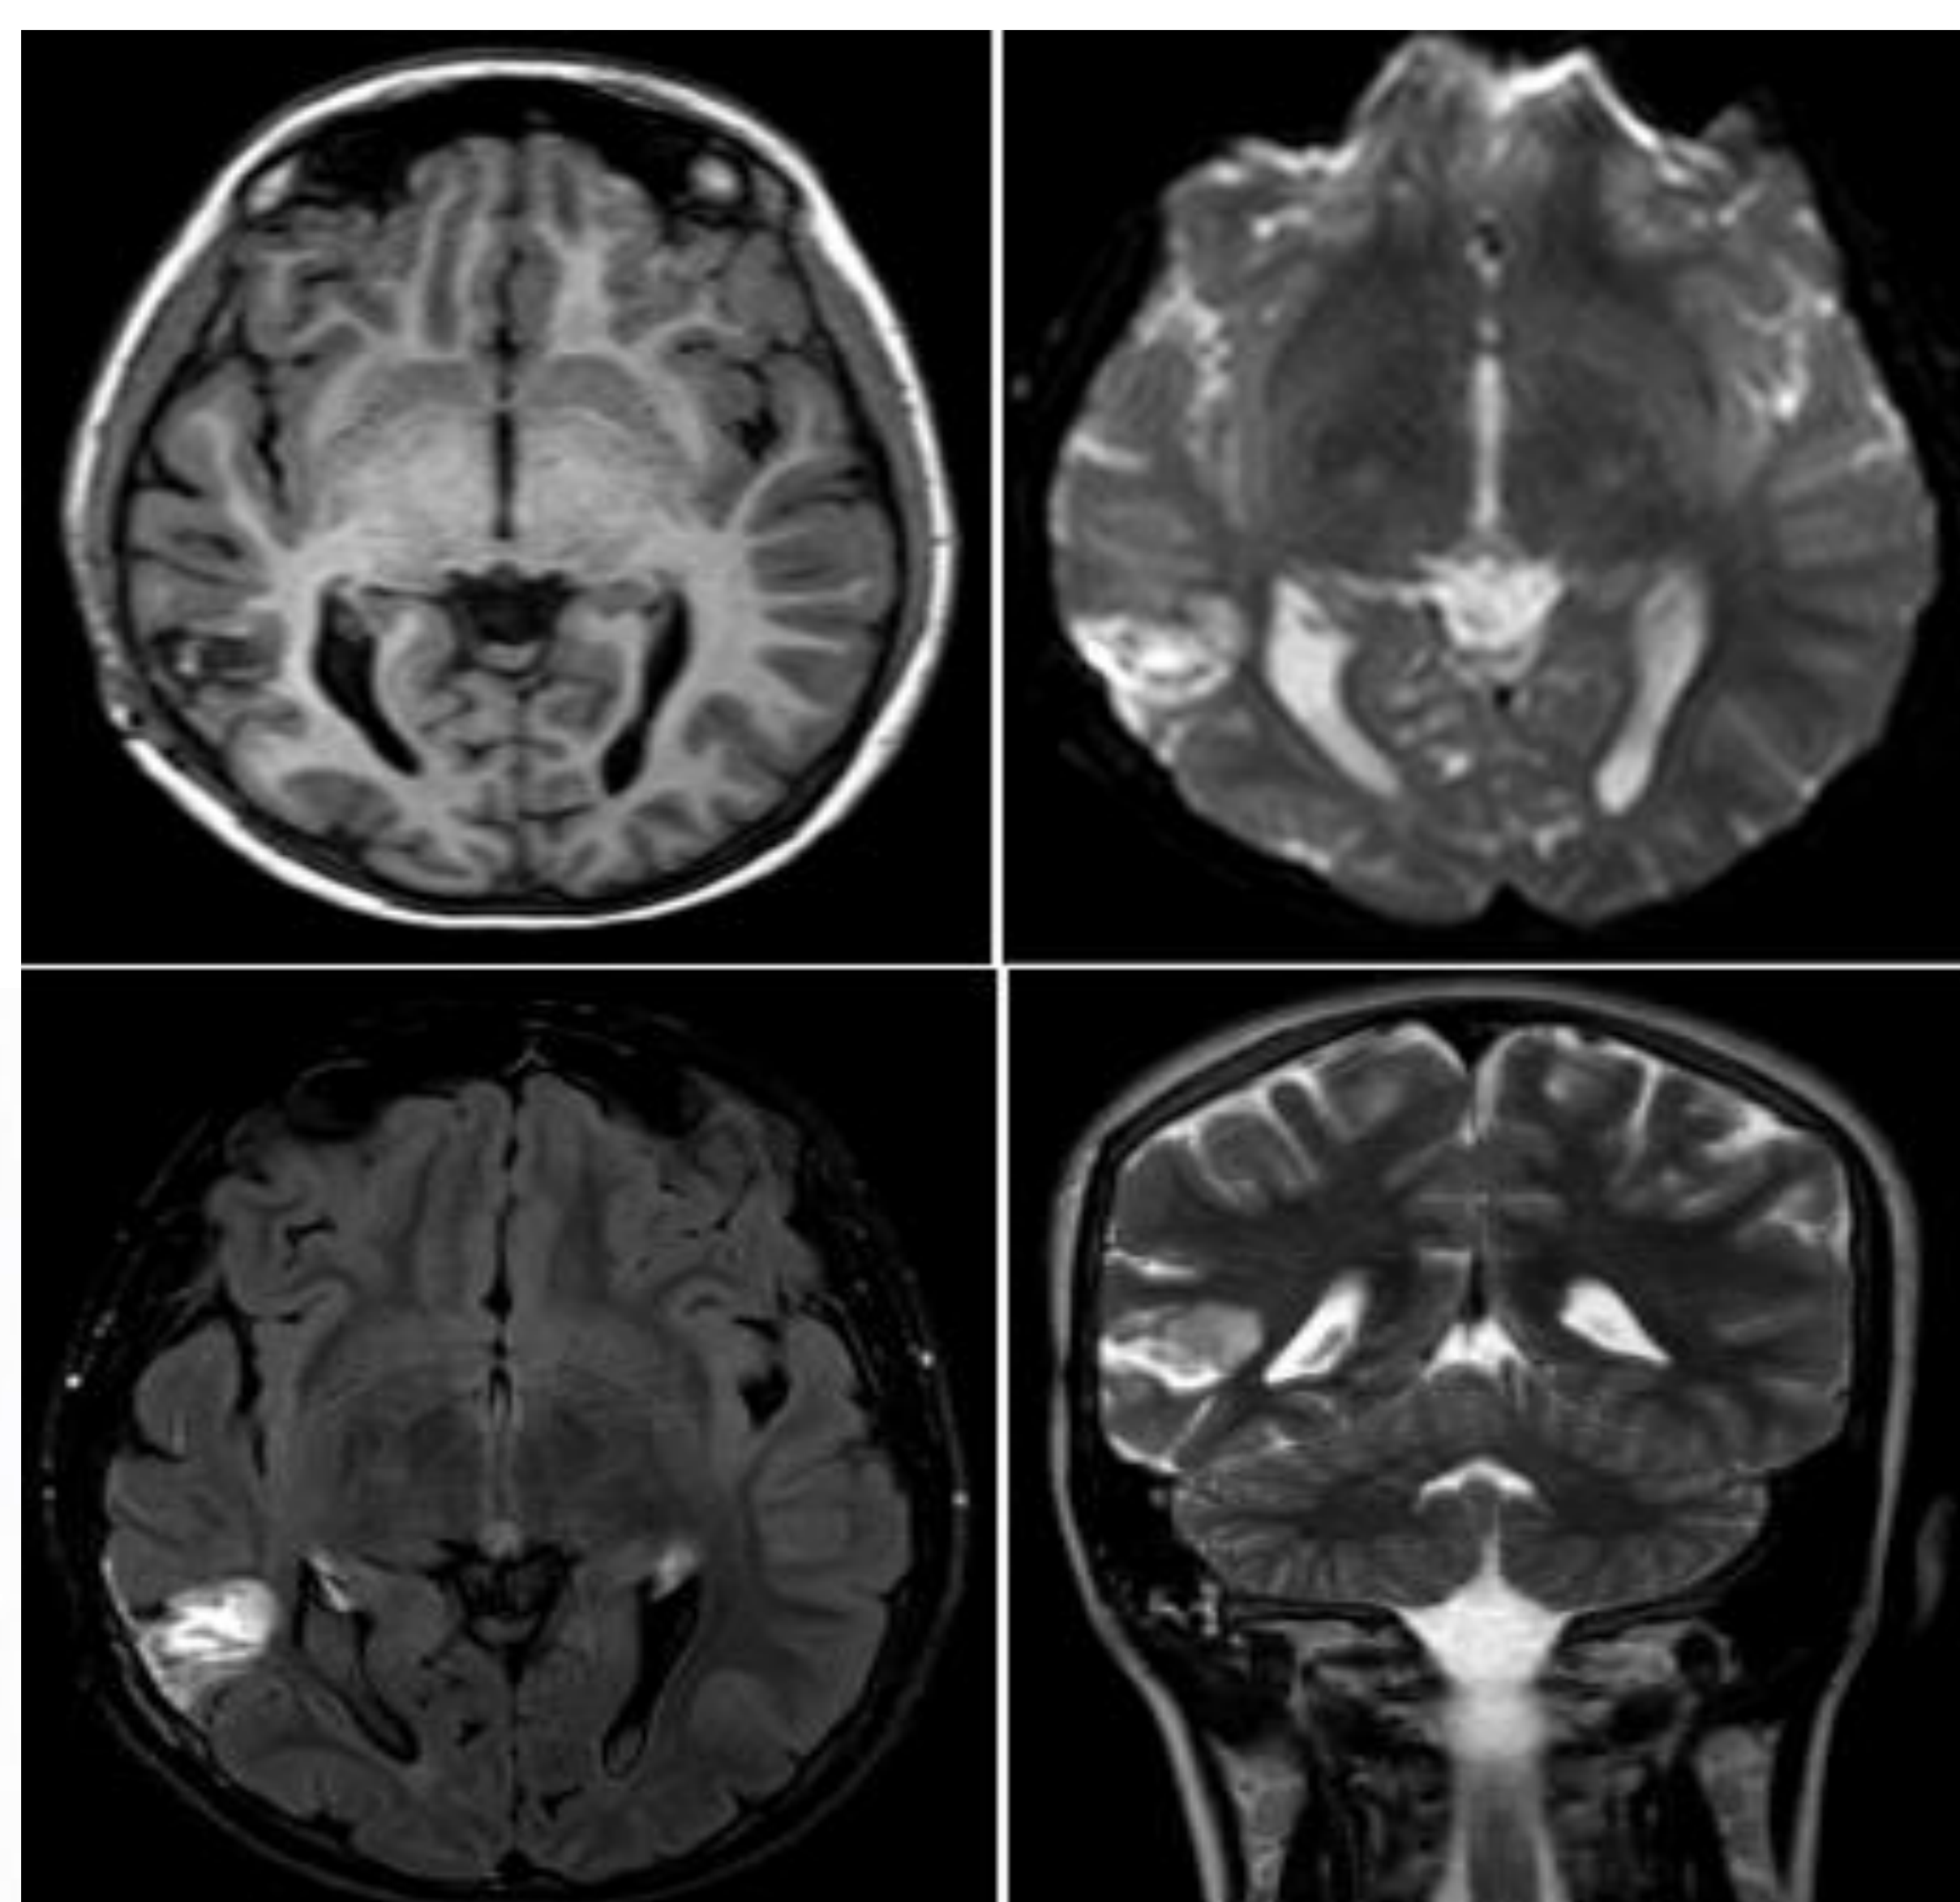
Estudio de resonancia magnética en primera recaída.
